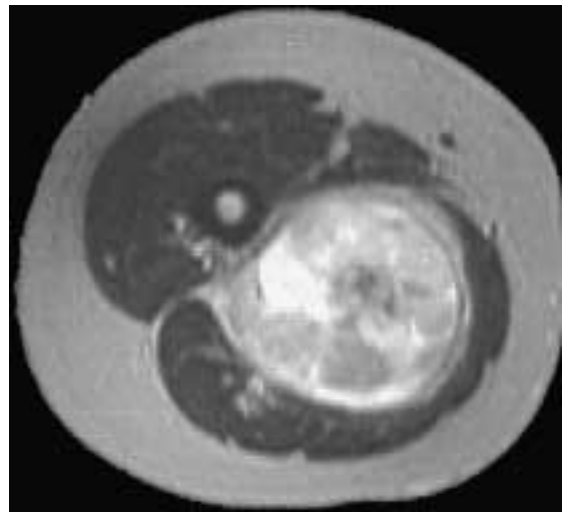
Quadro RM: sequenza pesata in T2 – scansione assiale. La disomogeneità di segnale è dovuta alla coesistenza di aree di iperintensità marcata corrispondenti ai fenomeni di necrosi e colliquazione, con aree di iperintensità meno marcata in relazione ai fenomeni emorragici, con aree di ipointensità corrispondenti al tessuto fibroso e alle calcificazioni intralesionali (aspetto a triplice intensità di segnale).
